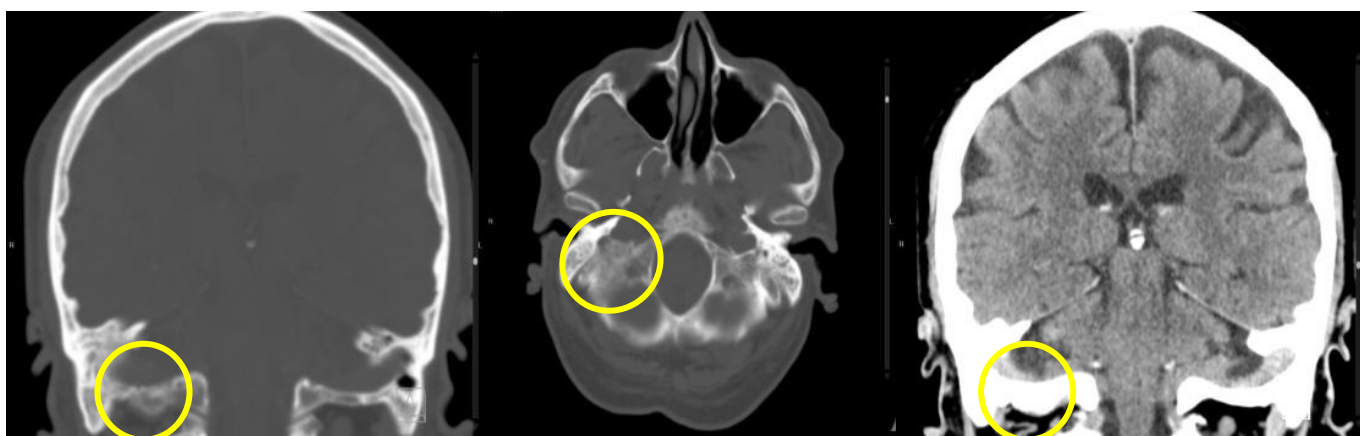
Imatge del TC cranial que mostra lesió lítica permeativa a nivell occipital.
